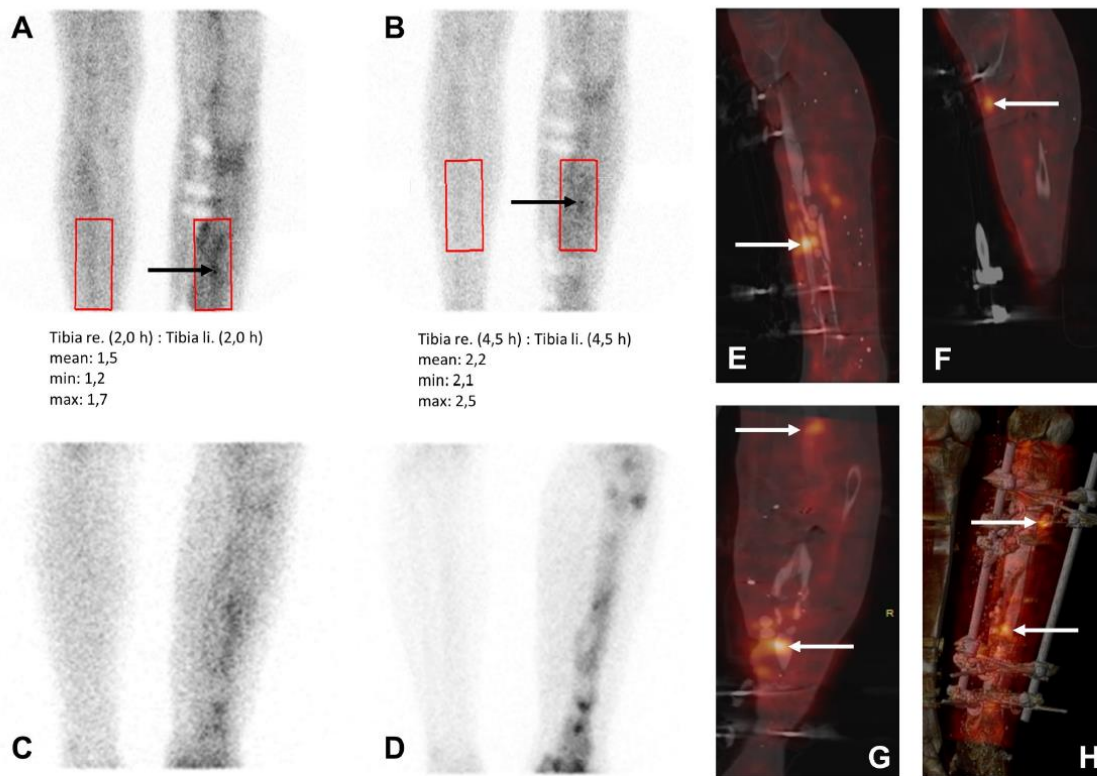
Suspected chronic osteomyelitis of the right tibia. Clinical evidence of myelocutaneous fistula formation in the middle third of right lower leg. White cells= $7.26 \times 10^9/L$, C-reactive protein (CRP)=6.1 mg/L. Intraoperative isolation of *Enterobacter cloacae* (4MRGN) and *Pseudomonas aeruginosa* (multidrug-resistant Gram-negative bacteria, 4MRGN). (A, B) Positive antigranulocyte scintigraphy with focus of infection in the caudal part of fracture zone (arrow), targeted static views 2.0 hours after injection (pi) (A) and 4.5 hours pi (B) in right ventral left view (RVL), averaged region of interest (ROI) ratio increasing over the further clinical course from 1.5 to 2.2. (C, D) Multiphase bone scintigraphy, targeted static views 10 min pi (C) and 3.5 hours pi (D) in lateral-medial oblique (LMO) view. (E–H) Secondary fusion of single photon emission CT (SPECT) antigranulocyte scintigraphy and dual-energy CT in sagittal (E, F), coronary (G) sections and 3D reconstruction (H) with evidence of foci of infection in the caudoventral part of fracture zone and in the soft tissue anterior to tibial plateau (arrows); multiphase bone scan (C, D) with false-positive focus in the left anterior tibial plateau associated with adjacent soft tissue infection and periosteal reaction.
